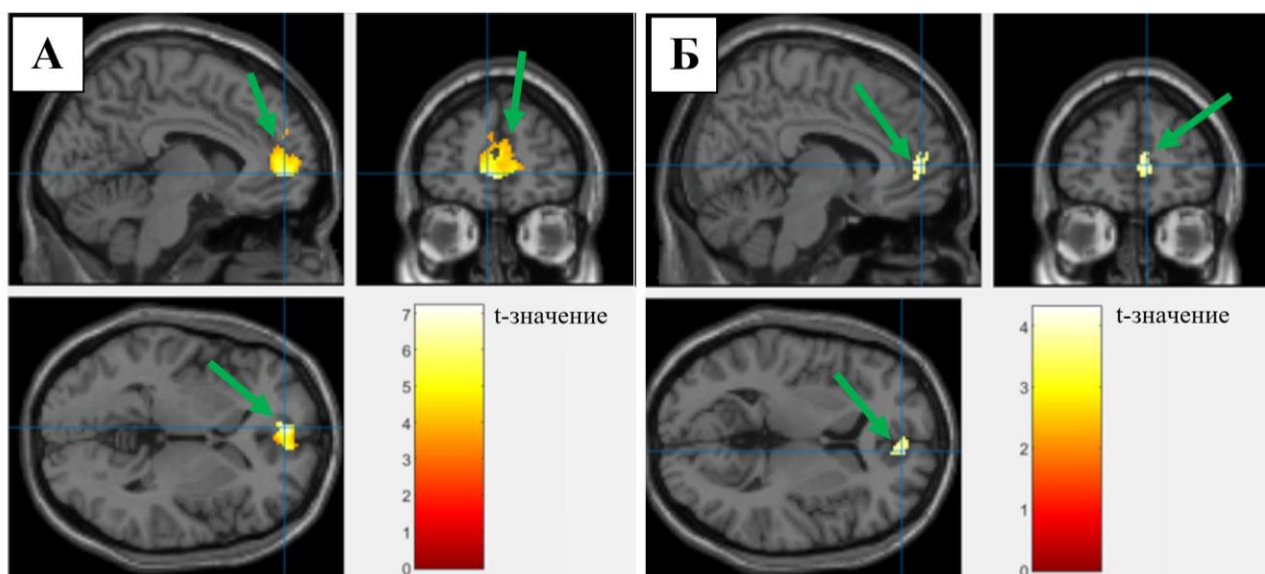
Функциональная МРТ головного мозга, сравнение зон деактивации медиальной префронтальной коры и передней поясной коры в полях Бродмана 10 и 32 в при стрессовой стимуляции электрическим током [14]. В группе пациентов с ИБС (А) объем зоны деактивации (обозначен стрелкой) составляет 718 вокселей, $P < 0,001$. В группе контроля (Б) область активации также видна (обозначена стрелкой), ее объем – 121 воксел, выраженность деактивации не достигает статистически значимого порога, $P = 0,991$. Цветные шкалы обозначают диапазон t-значений при статистическом анализе групповых карт активации
